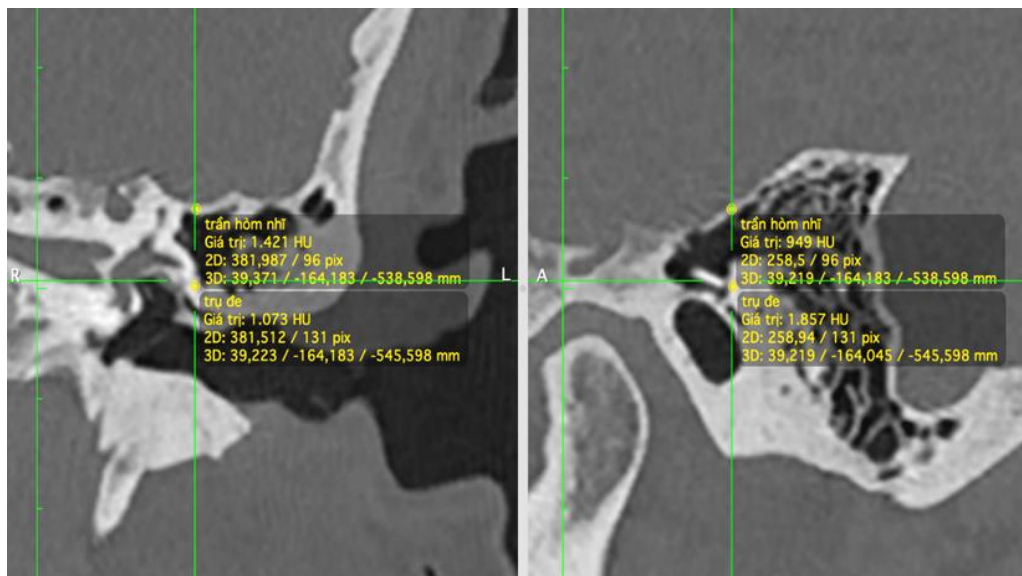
Xác định vị trí trụ đê trên CT scan xương thái dương.
